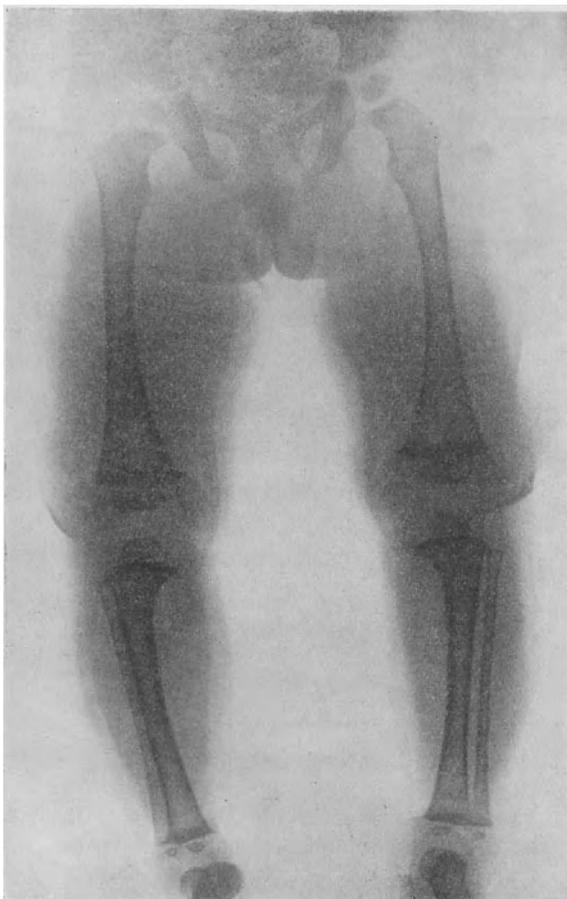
Röntgen der Beine bei atypischer Chondrodystrophie.
